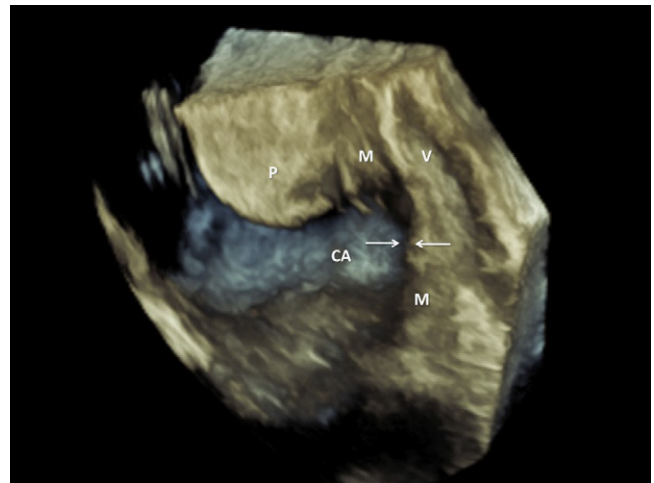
Ecografía 3D en la semana 24. Imagen volumétrica de la zona de segmento (flecha) y su relación con la pared vesical posterior. V: vejiga; CA: cavidad amniótica; M: miometrio; P: placenta.
